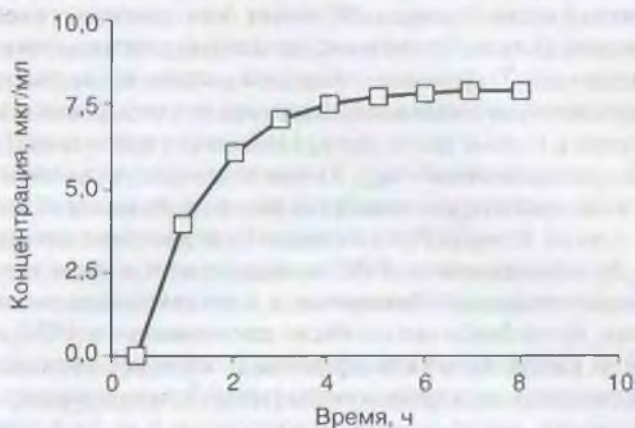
Концентрация препарата в плазме при длительной инфузии
